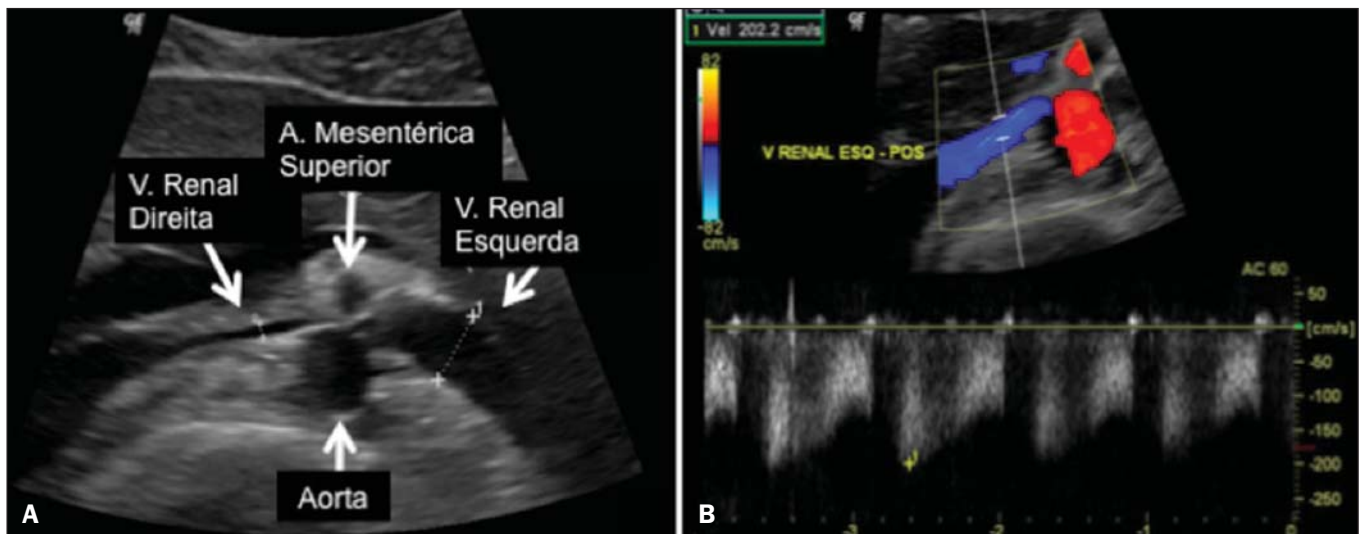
Síndrome de “quebra-nozes”. A: Ultrassonografia modo B. Estenose da artéria renal esquerda entre a artéria mesentérica superior e a aorta, com ectasia pré-estenótica. B: Ultrassonografia Doppler. Acentuado aumento da velocidade na veia renal esquerda imediatamente após a estenose.
